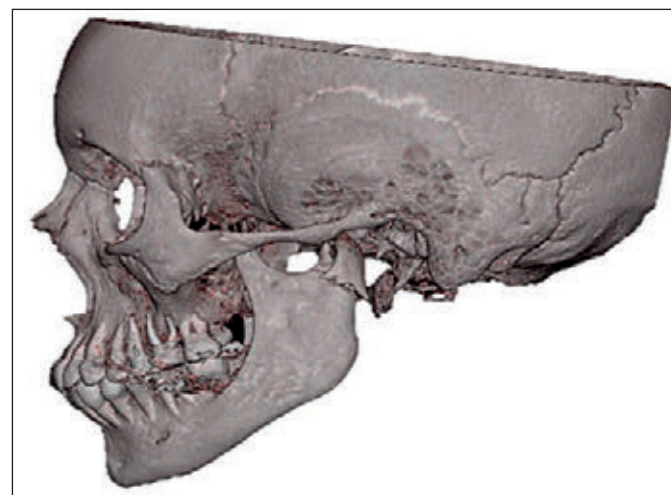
TC del massiccio facciale con ricostruzione 3D: frattura condilare sinistra
